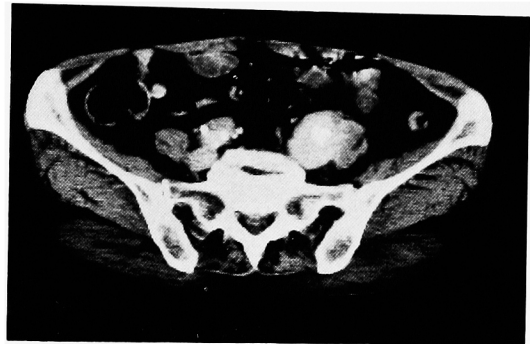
An enhanced CT scan shows a homogeneously enhanced mass with calcification in the center.
